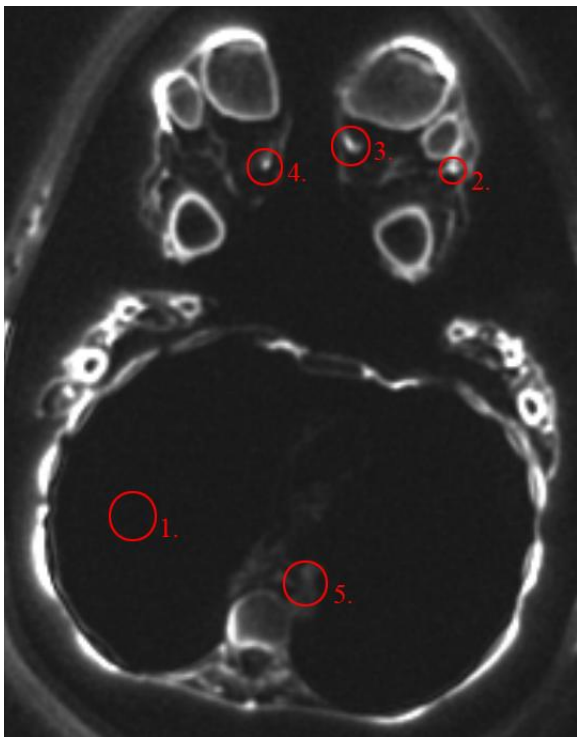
Peru, Bild 6, MRT
